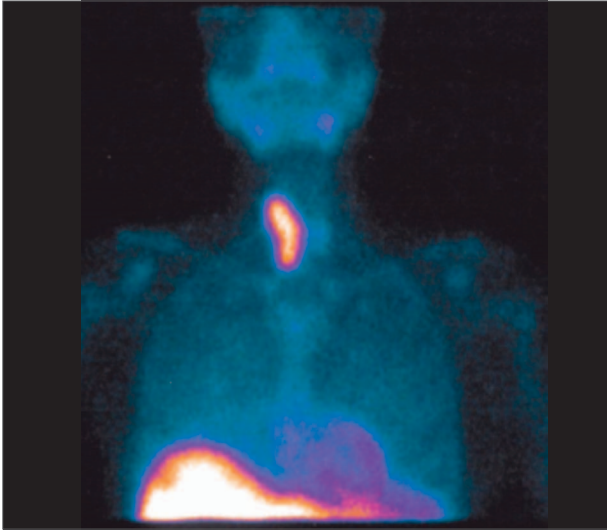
Parathyroid scintigraphy.
